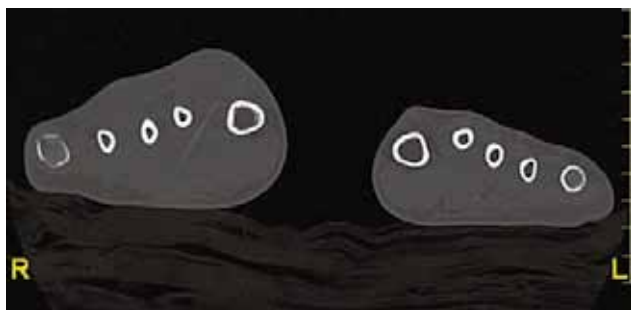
Vyšetření magnetickou rezonancí zobrazující expanzi pravé nohy a přednoží s cizím tělesem jevícím se jako podélný útvar nízké intenzity.
